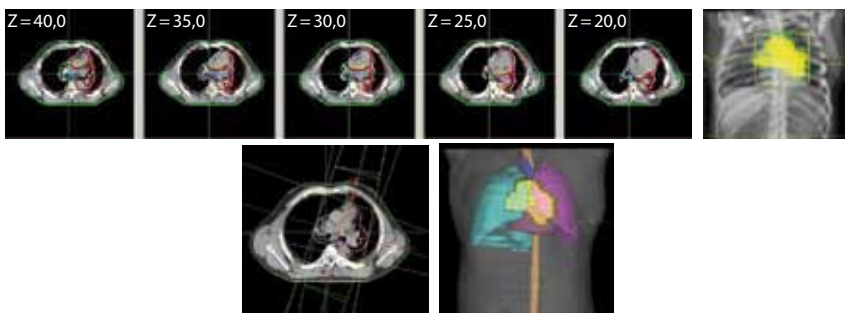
Algunas posibilidades disponibles en la simulación TC.
